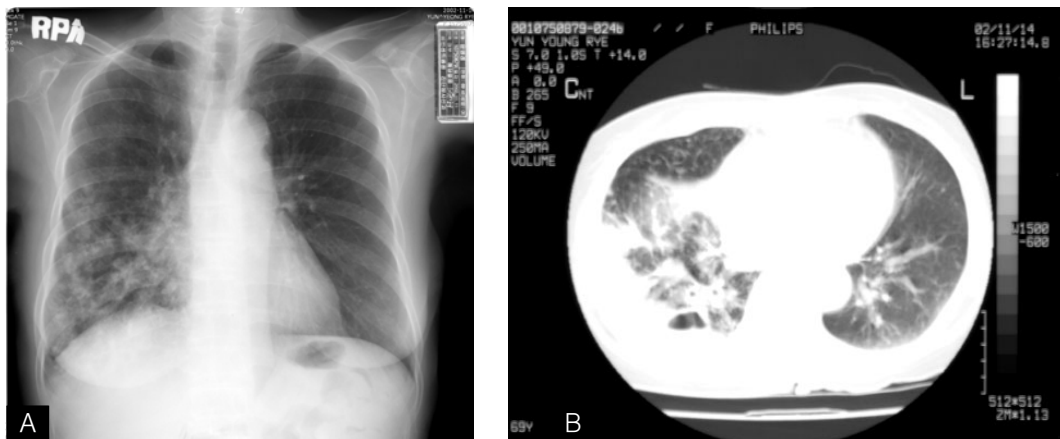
A) Chest X-ray shows peripheral consolidation and nodular infiltrations in the right lower lung field, suggesting active pulmonary tuberculosis.
